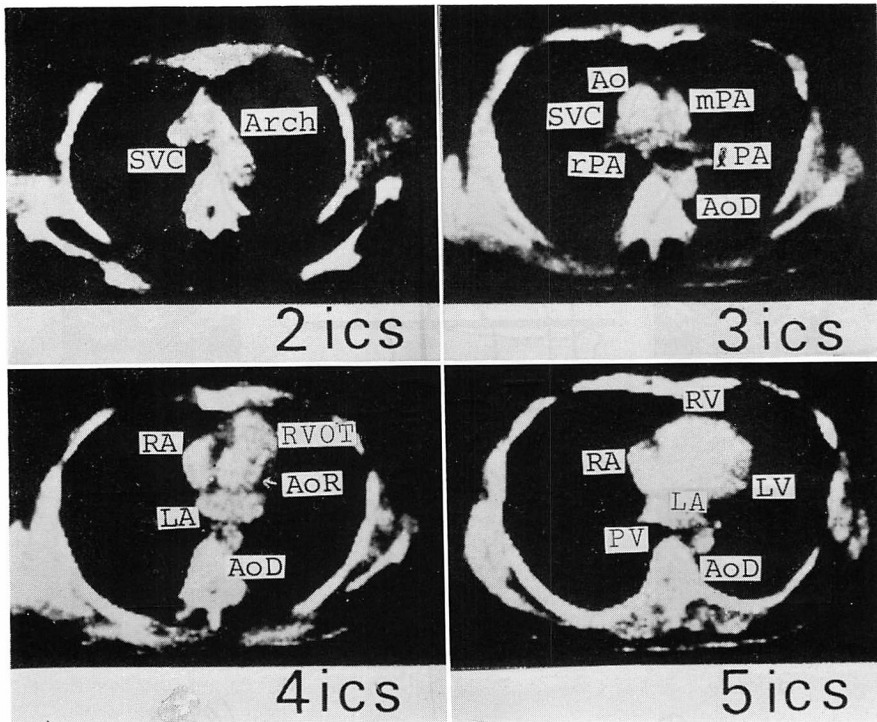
Conventional CT images on each intercostal space in a normal case.
